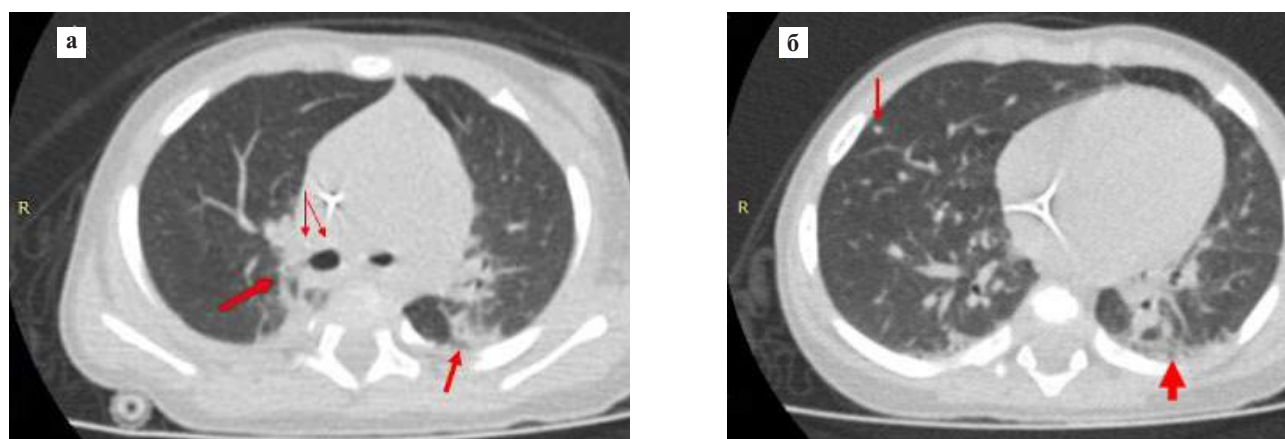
Компьютерная томограмма органов грудной клетки пациентки А.: состояние после 10 мес противотуберкулезной терапии (режим IV).
